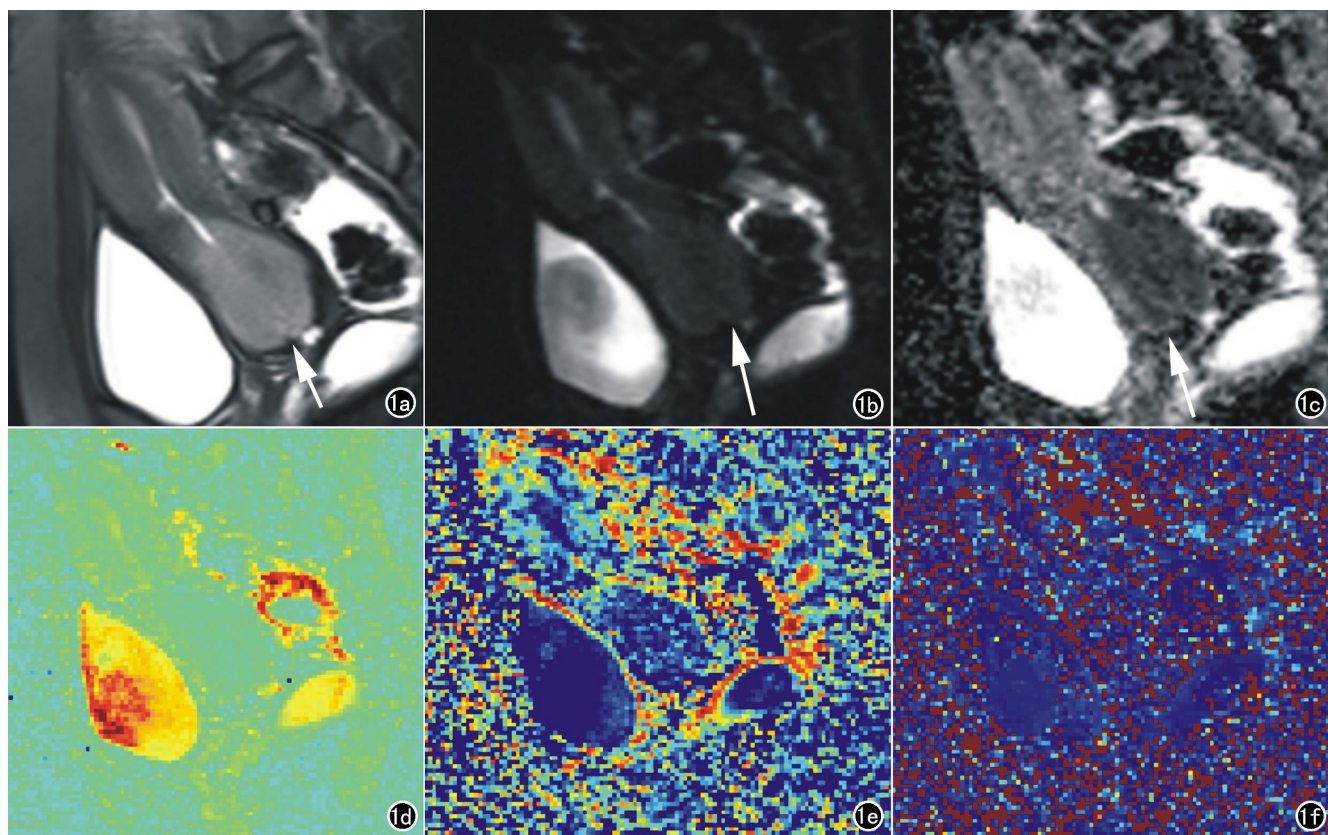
女,46岁,宫颈低分化腺癌,FIGO临床分期Ⅲc期。a)矢状面T₂WI-FS示宫颈高信号肿块并侵犯肌层(箭);b)DWI($b=1000\text{s/mm}^2$)肿块上呈高信号(箭);c)ADC图上肿块呈低信号(箭);d)IVIM序列D伪彩图显示肿块呈浅绿信号(箭);e)IVIM序列D*伪彩图显示肿块呈深蓝信号(箭);f)IVIM序列f伪彩图显示肿块呈混杂蓝信号(箭)。图d~f红色代表参数值较高,蓝色代表参数值较低。
